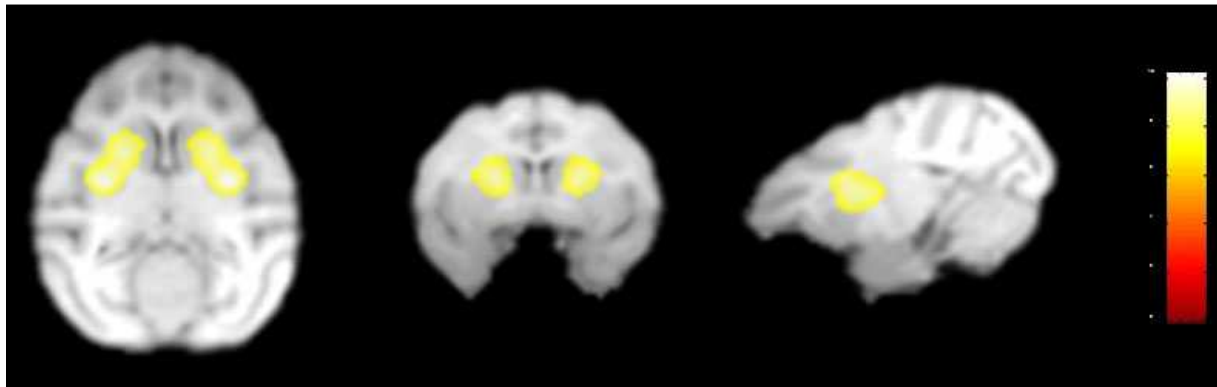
Análisis por SPM de los PET que muestra en amarillo las regiones en las que existe una reducción significativa ($p < 0,05$) de la captación de ^{18}F -fluorodopa estriatal tras la administración de MPTP con respecto al estudio basal.
